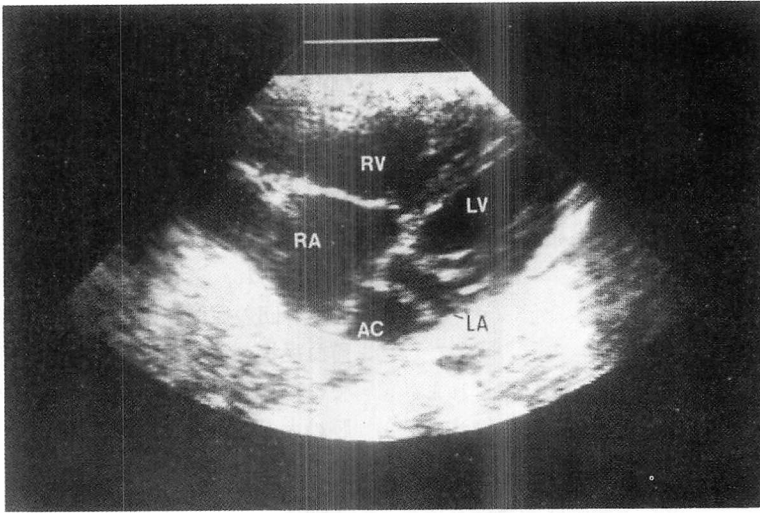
Parasternal four-chamber view of a patient with cor triatriatum (Case 6).
